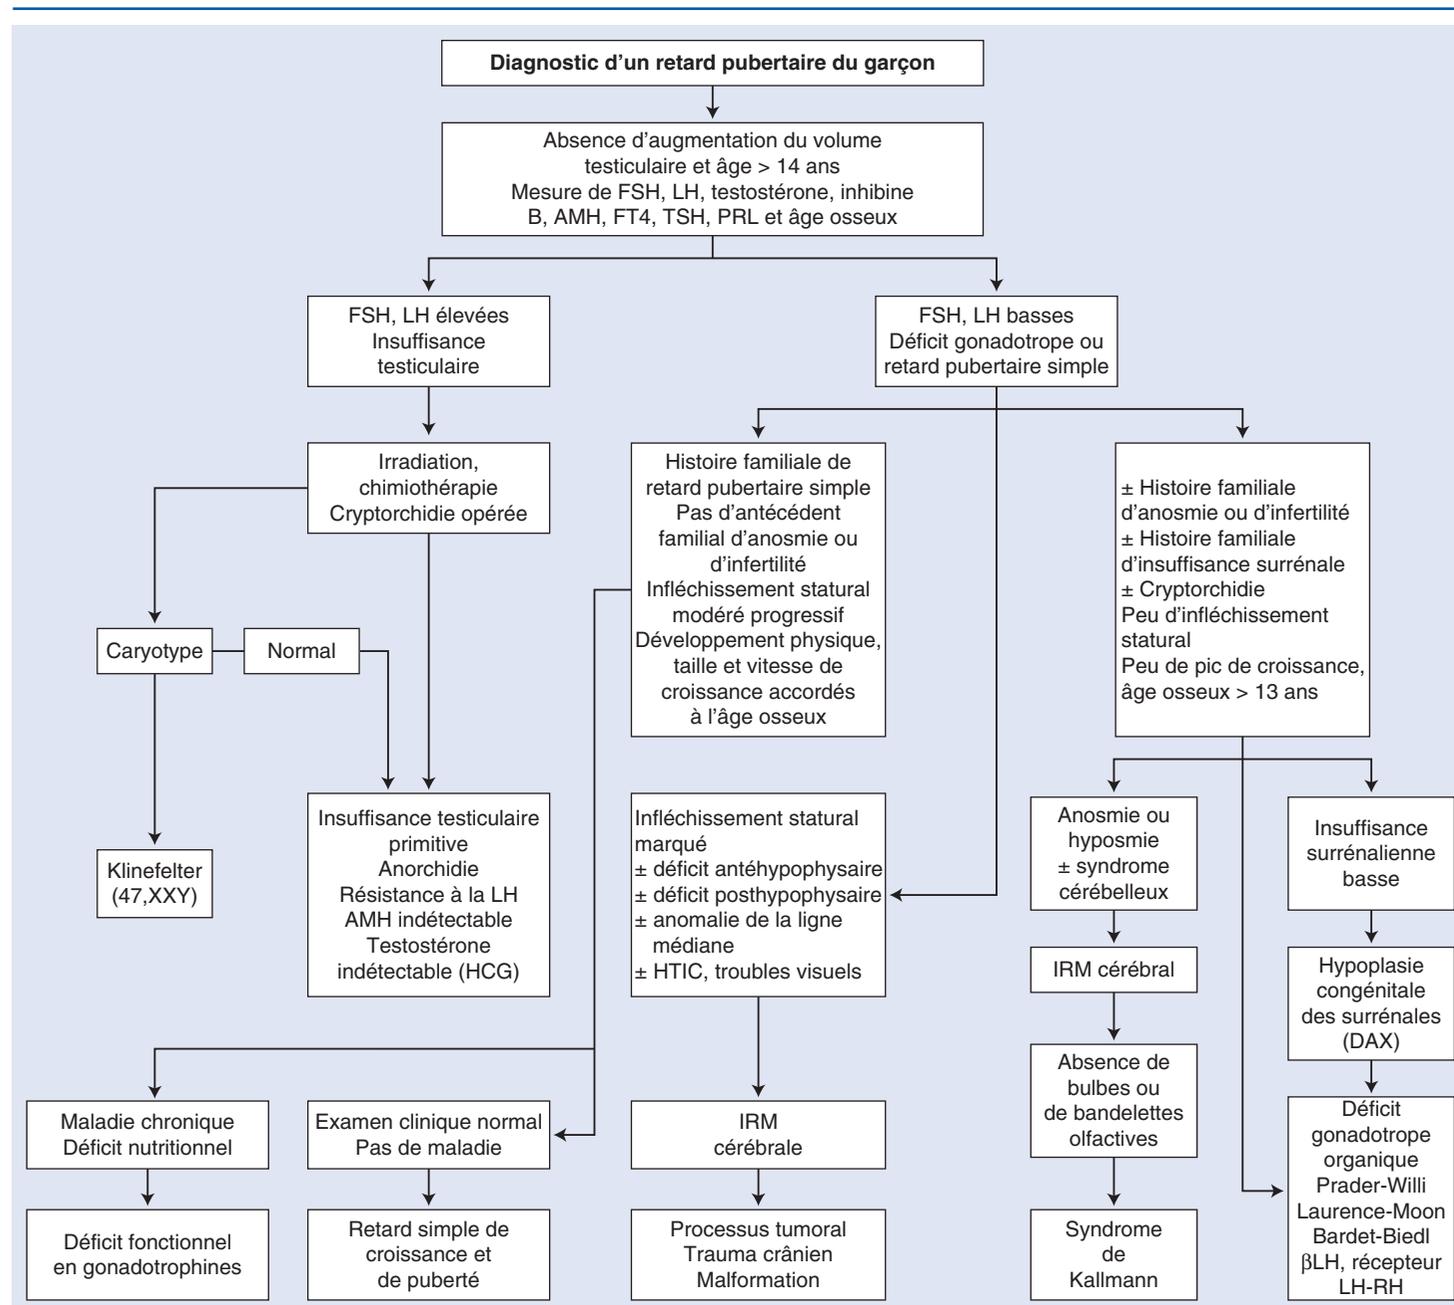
Arbre décisionnel. Diagnostic d'un retard pubertaire du garçon. FSH : follicle stimulating hormone ; LH : luteinizing hormone ; AMH : antimüllerian hormone ; FT4 : free thyroxine ; TSH : thyroid stimulating hormone ; PRL : prolactine, IRM : imagerie par résonance magnétique ; HCG : human chorionic gonadotropin ; LH-RH : luteinizing hormone-releasing hormone ; HTIC : hypertension intracrânienne.
